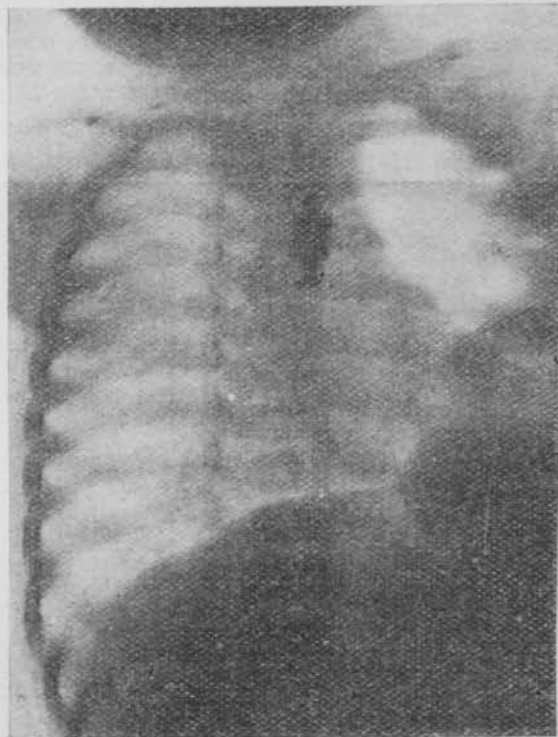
Ficha 17.589. La estrechez era absoluta. (Radiografía doctor IGLESIAS LAGO.)
